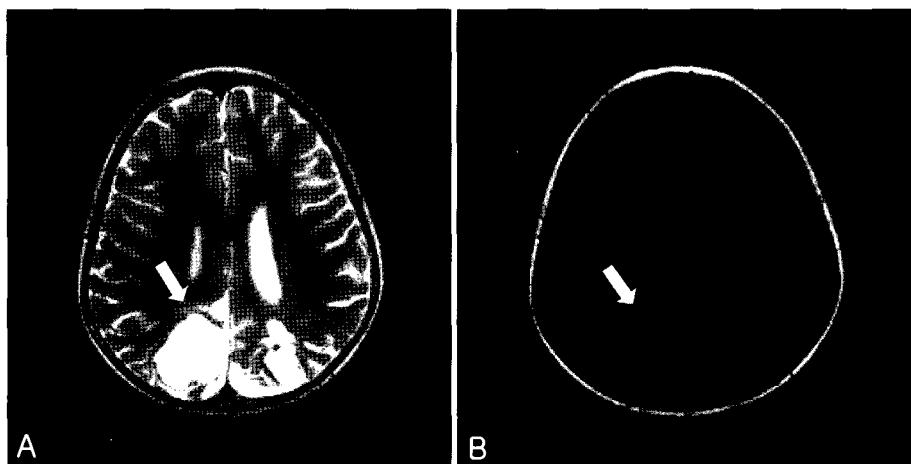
Follow-up MRI scans which was checked 6 months after cessation of cyclosporine. The extent of necrotic/cystic change was decreased in parieto-occipital area in both T2-weighted image(A) and T1-weighted image(B), and peripheral enhancement of the cystic lesion and internal hemorrhage disappeared.
